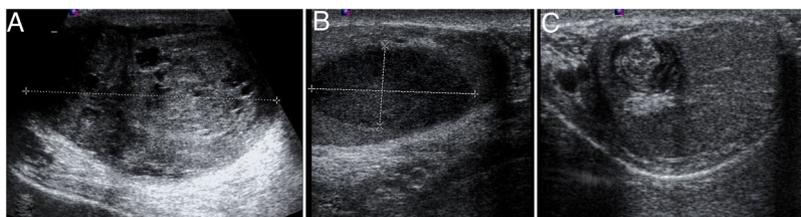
Imágenes de ecografía escrotal de los casos previamente descritos. Primer caso, imagen heterogénea con áreas quísticas y calcificaciones correspondiente a tumor mixto de células germinales A); segundo caso, masa hipoeoica homogénea bien delimitada sin cápsula, compatible con seminoma B); tercer caso, masa redonda bien delimitada con imagen en «capas de cebolla» compatible con quiste epidermoide C).
